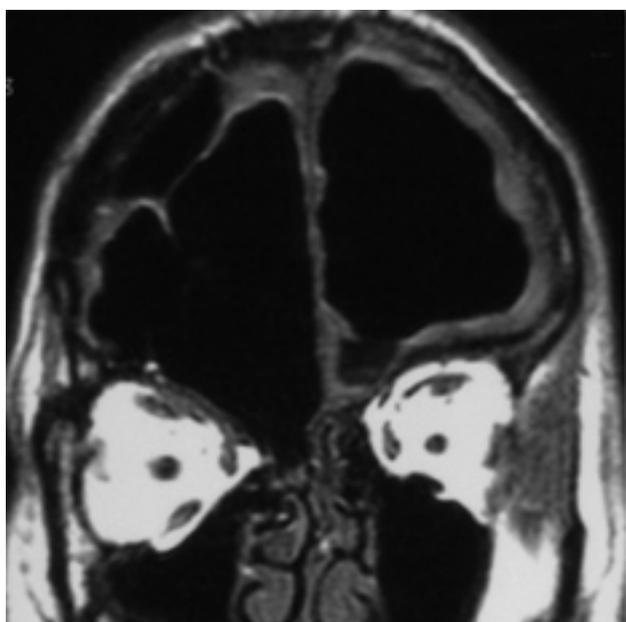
Corte coronal de TC que evidencia el desplazamiento del cerebro por el aire.
